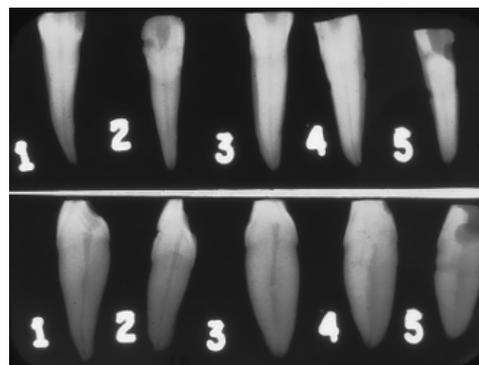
Radiografia para verificação da obturação com lima endodôntica e Ca(OH)_2 .
